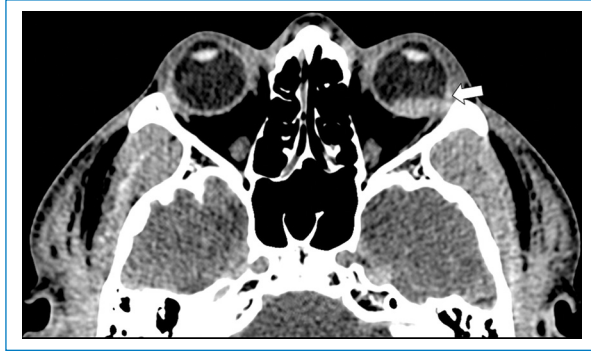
Hemorragia del segmento posterior en el globo ocular izquierdo. TC sin medio de contraste de los ojos en plano axial y ventana de tejidos blandos que demuestra nivel líquido-sangre en el segmento posterior del globo ocular izquierdo (flecha) por hemorragia vítrea.
